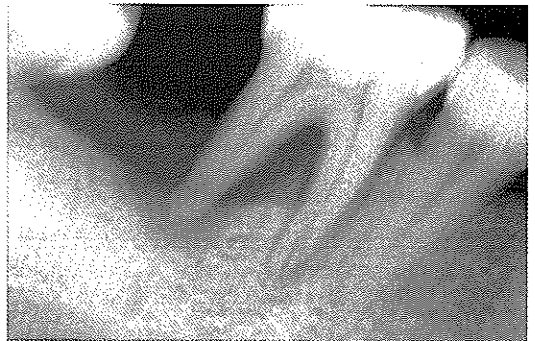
하악 우측 제1 대구치의 방사선 사진 치근의 수직파절이 보인다.
